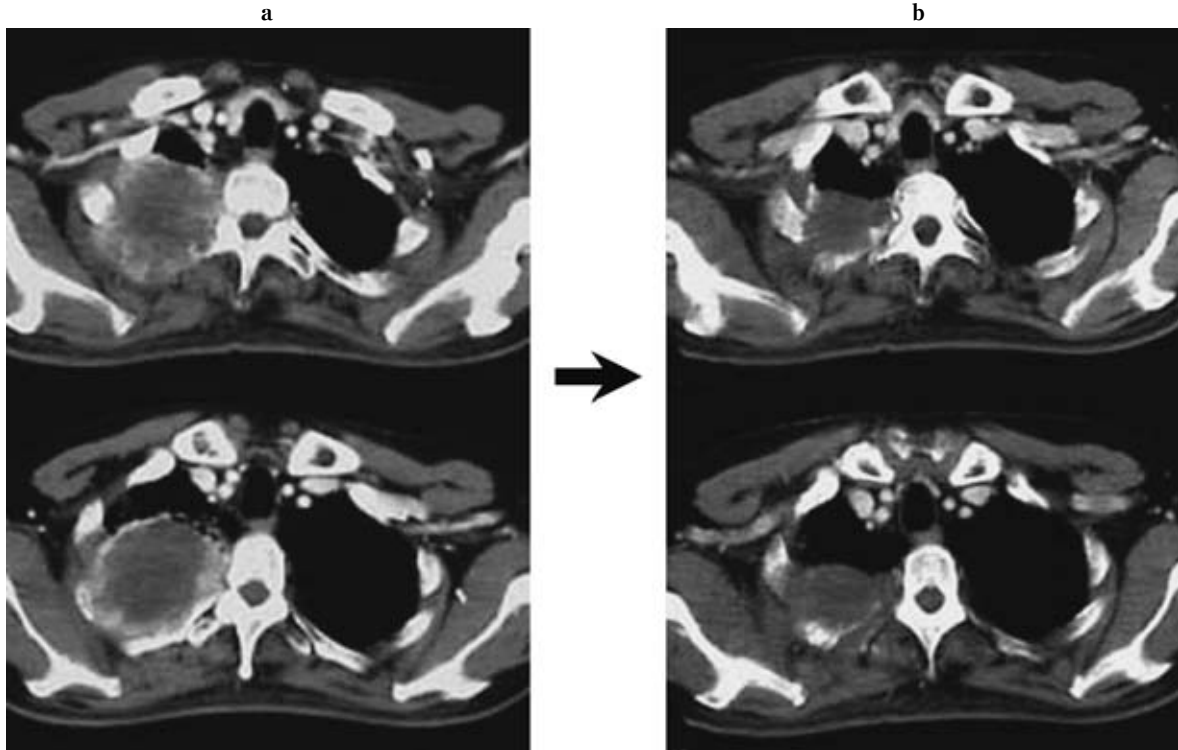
Therapeutic response based on chest computed tomographic findings. a. Nov., 2004. Response after 2 course of chemotherapy shows no change (NC). b. Feb., 2005. Response after the curative-intent chemoradiation shows partial response (PR).
